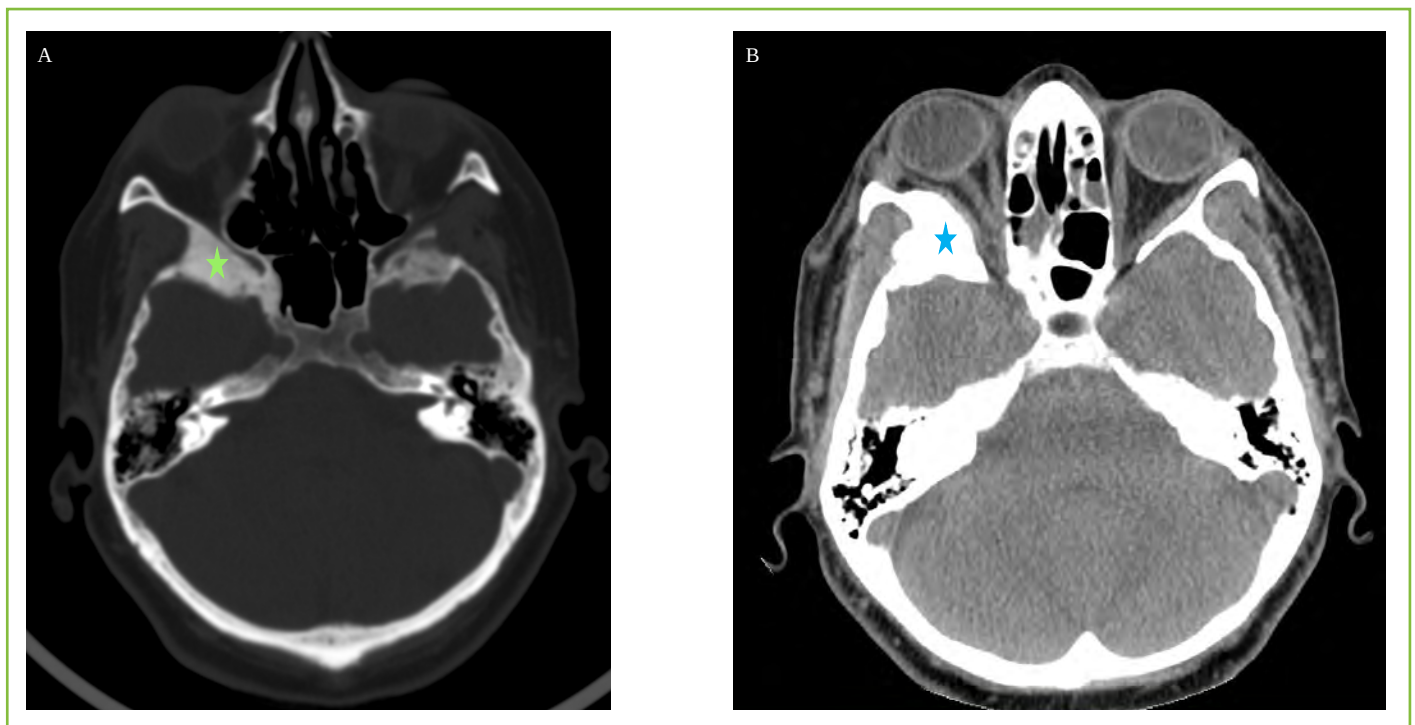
A. Tomografía axial computarizada (TAC) craneal, ventana ósea en corte axial. Se observa una expansión y esclerosis del ala mayor esfenoides derecha (estrella verde) correspondiente a meningioma esfenoorbitario. B. TAC craneal en corte axial. Engrosamiento del esfenoides derecho (estrella azul) compatible con displasia fibrosa ósea.
